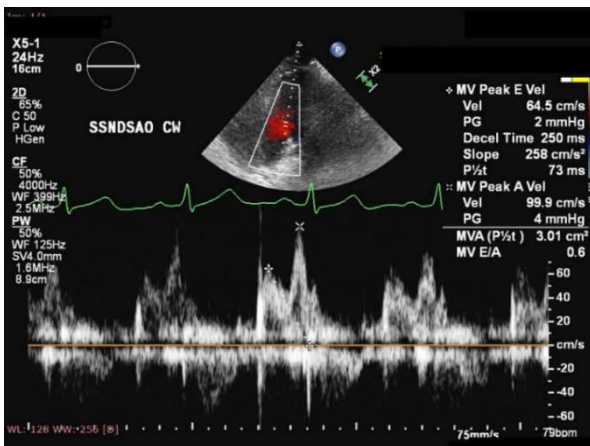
Ecocardiografie Doppler pulsat a aceluiași pacient arătând disfuncție diastolică de gradul I (relaxare alterată).
